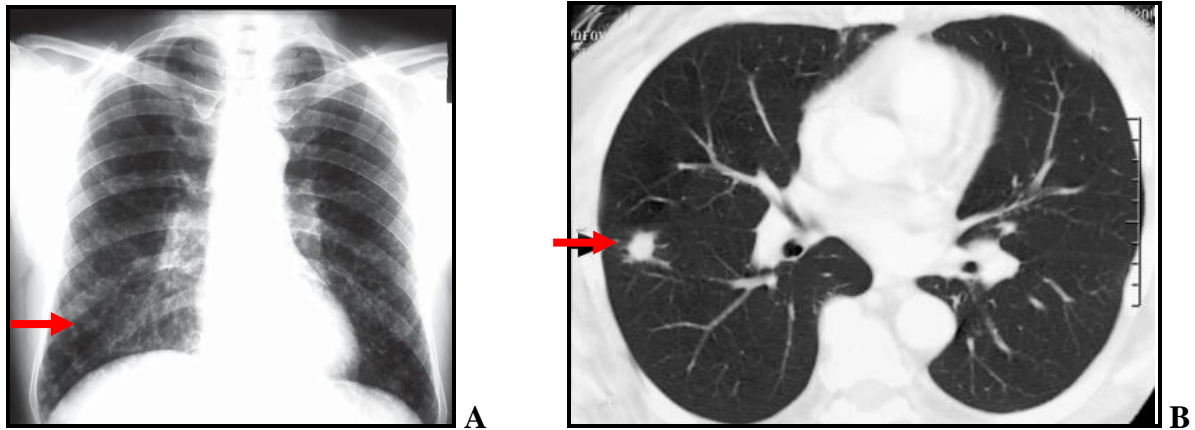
Radiografia do tórax, com infiltrado intersticial difuso, com predomínio paracardíaco direito.
